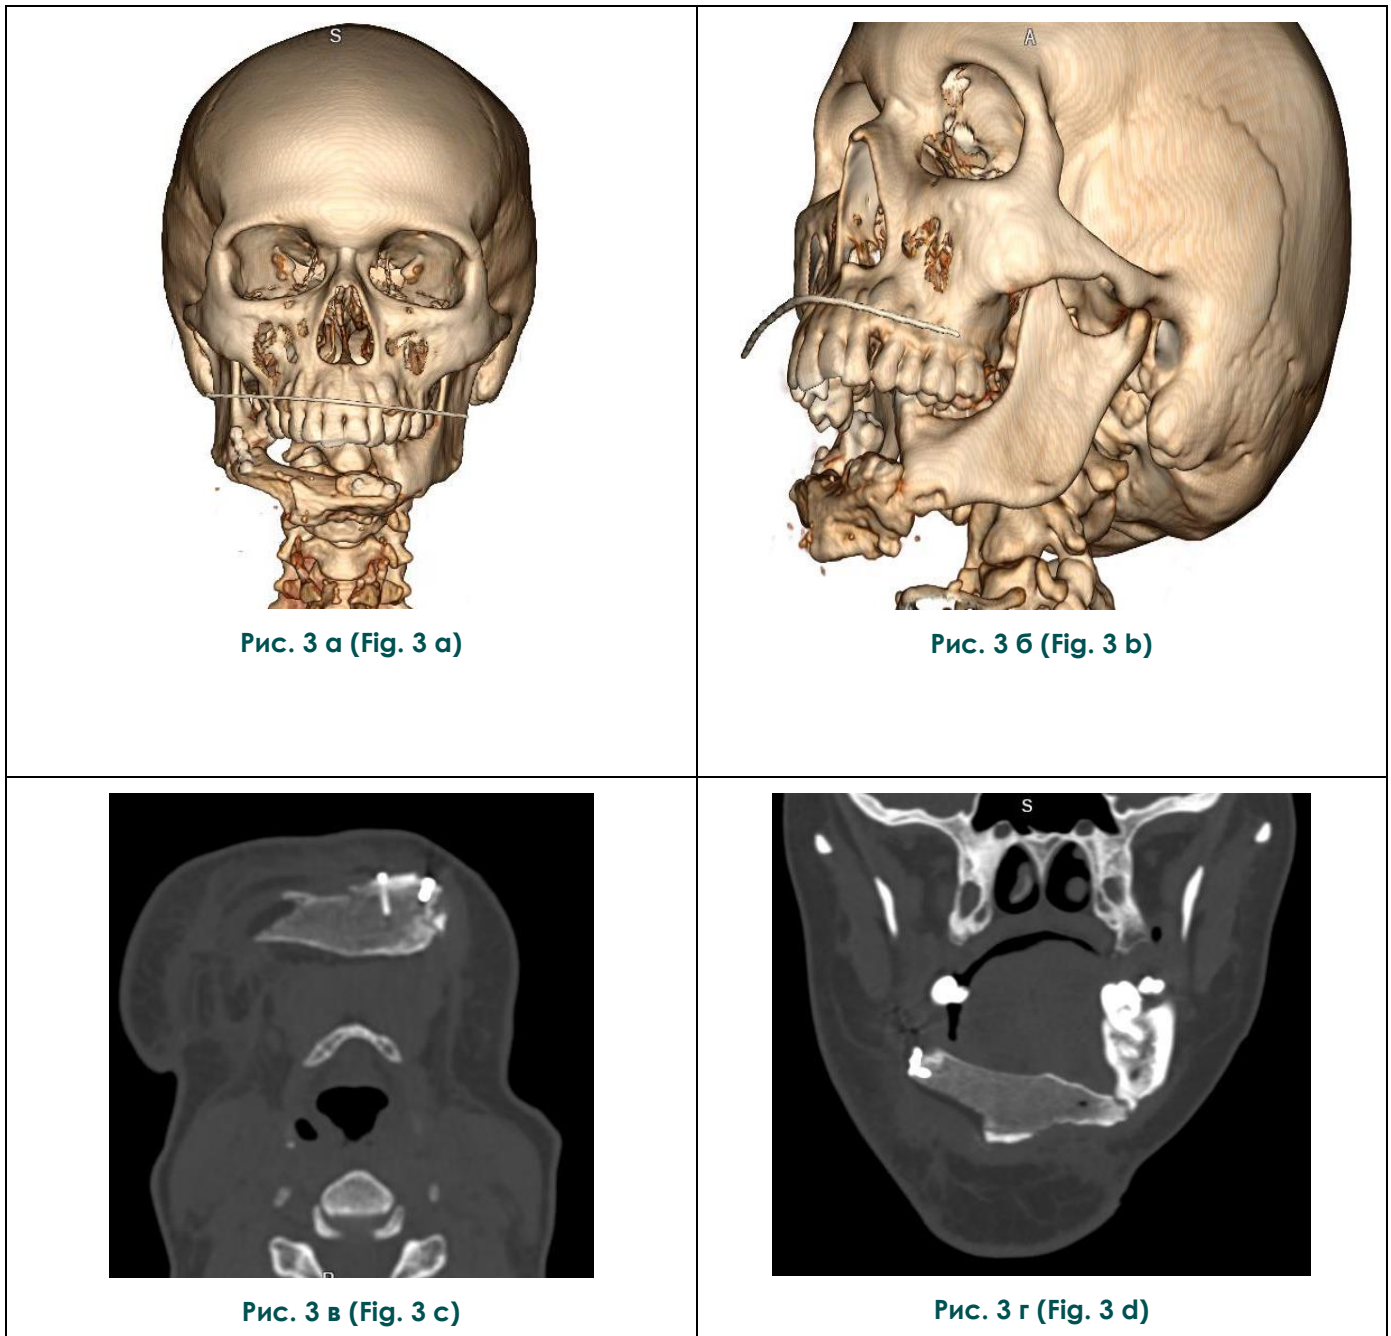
МСКТ. 3D (а, б), аксиальная (в), фронтальная (г) реконструкции.
